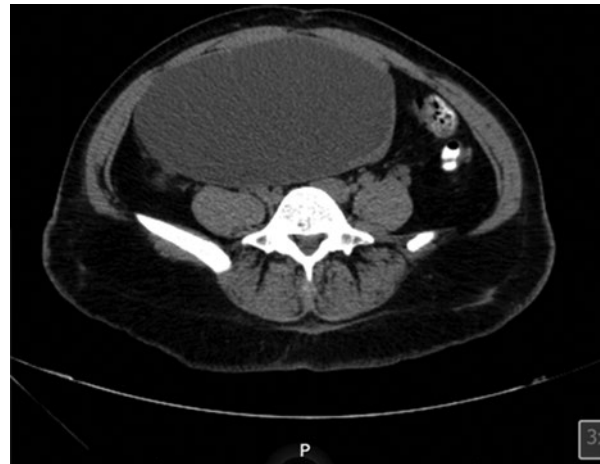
Tomografía computarizada de abdomen y pelvis que muestra una masa quística de contornos definidos y paredes delgadas.
